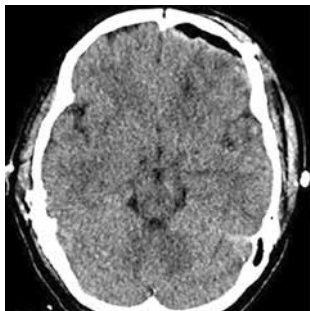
Post-operative computed tomography brain explaining epidural hematoma evacuation
